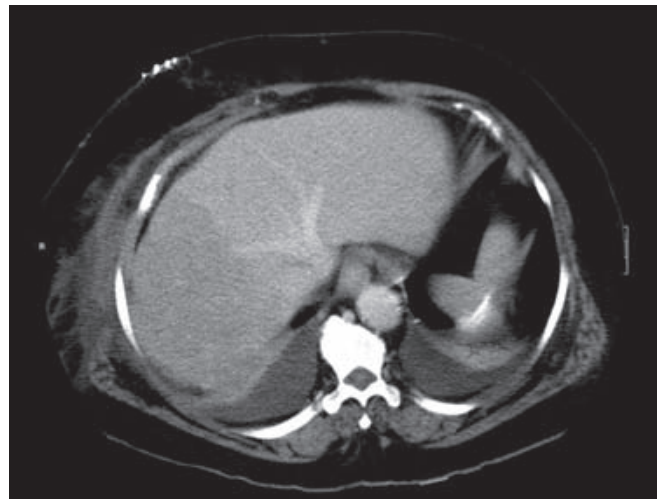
En la tomografía computarizada puede observarse hipodensidad del área hepática derecha, con oclusión completa de la rama portal derecha y de sus ramas subsidiarias.
